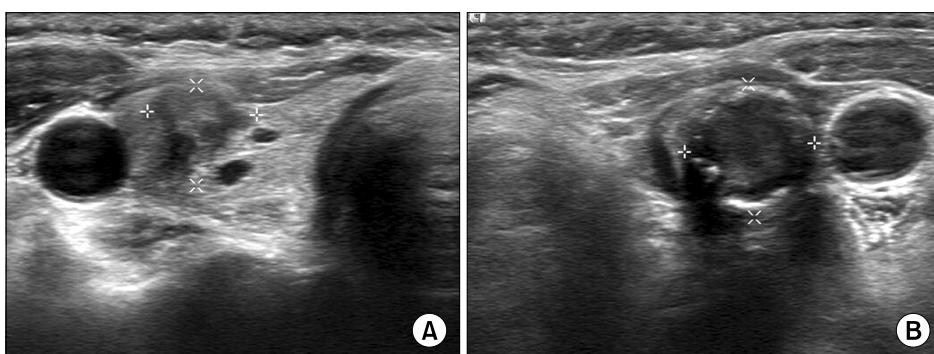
Ultrasonography showing both thyroid masses. (A) 10×9×8 mm sized irregular lobulated hypoechoic nodule is noted in the right lower pole. (B) 12×12×13 mm sized rim calcified nodule with partial broken appearance is noted in the left lower pole. No evidence of abnormal lymph node enlargement is noted in the both sides of the neck.
